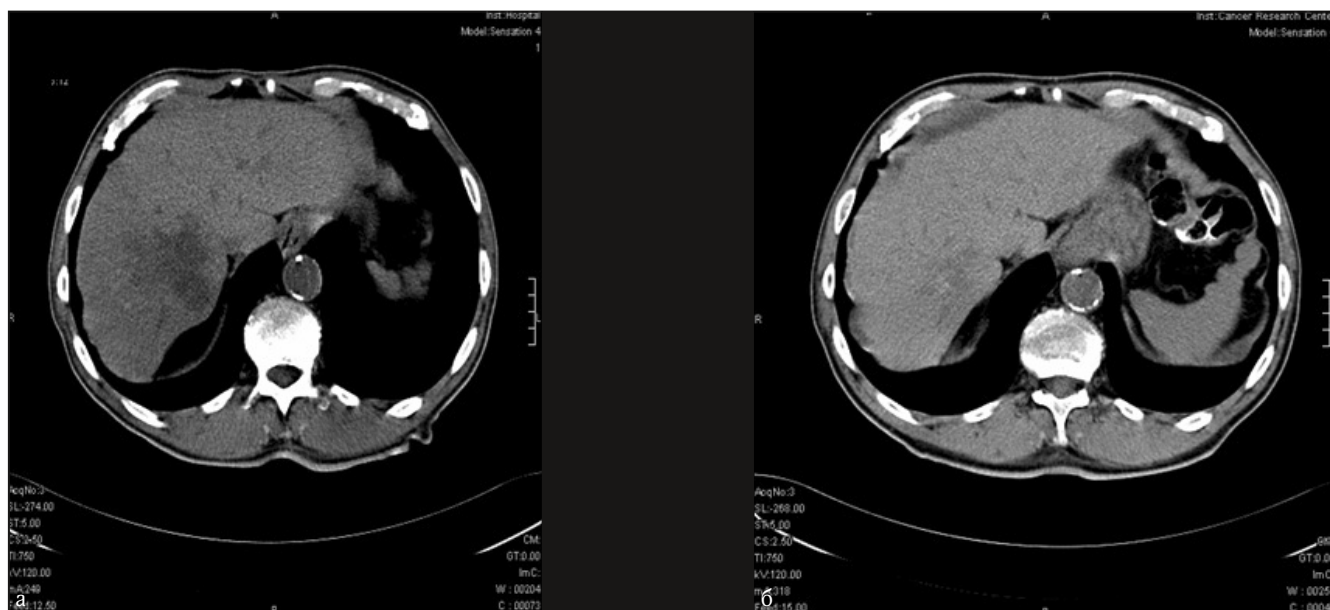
Аксиальные компьютерные томограммы больного К. 64 лет. Метастаз рака поперечной ободочной кишки: а – метастаз в 7-сегменте печени до лечения, б – снимок спустя 6 недель после 3 курсов внутриартериальной ПХТ и криодеструкции. Уровень РЭА уменьшился до 20,1 нг/мл
